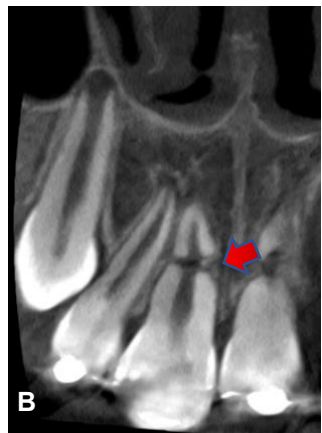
O.D 11. Evidente aposición de tejido calcificado; resorción por reparación interna y externa. A: Vista sagital de Cone Beam 5x5. B: vista coronal
